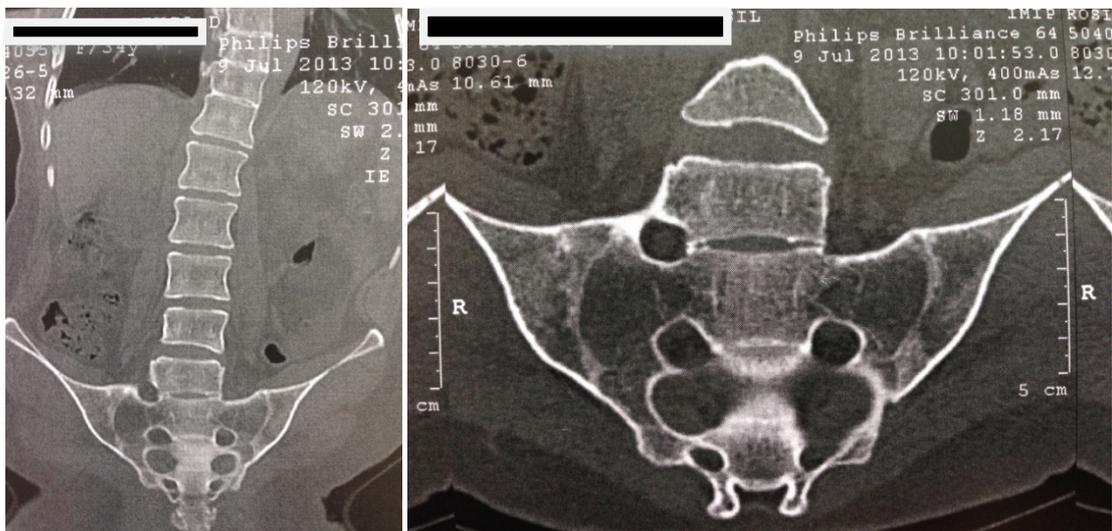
Tomografia computadorizada evidenciando fusão completa das articulações sacroilíacas.
